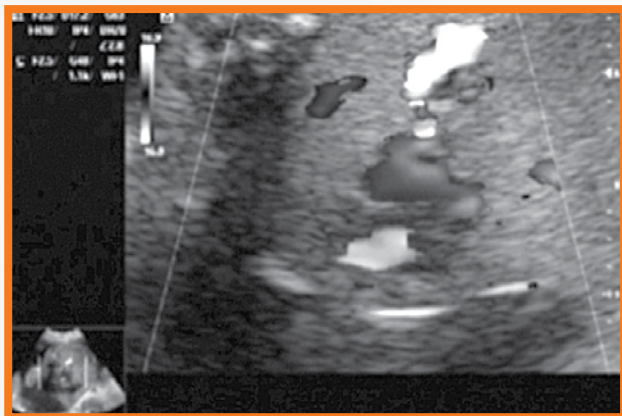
En corte sagital con Doppler color se aprecia CIA.
